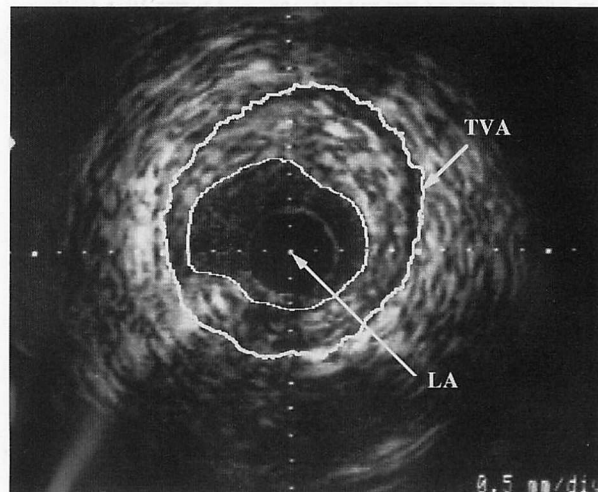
Intravascular ultrasound measurement
